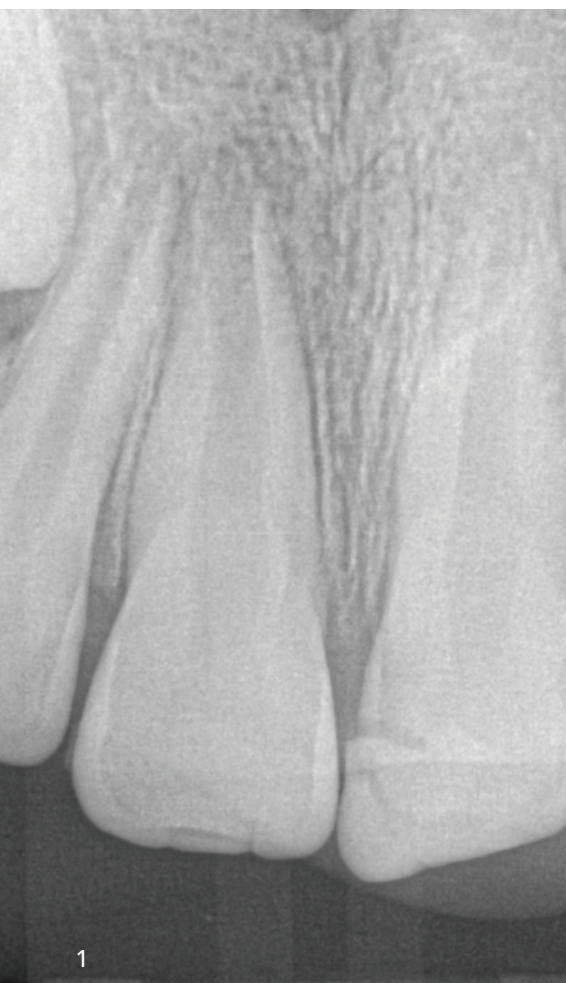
Diagnostische Röntgenaufnahme.
